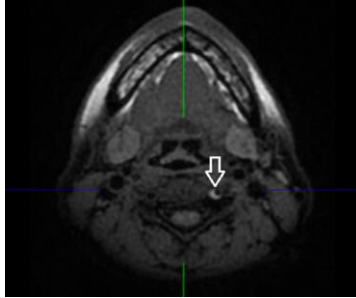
IRM cérébrale T1 FAT-SAT : Hématome de paroi (flèche) de l'ACI droite apparaissant en hypersignal
